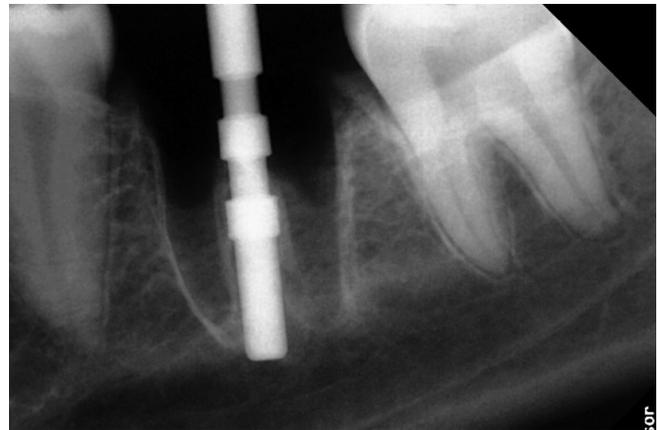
Röntgenbild des Führungsstifts regio 36.
